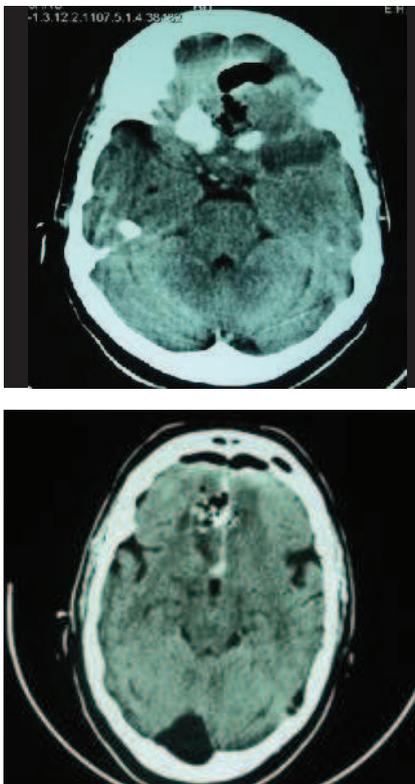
TDM en coupes axiales montrant une exérèse chirurgicale satisfaisante
